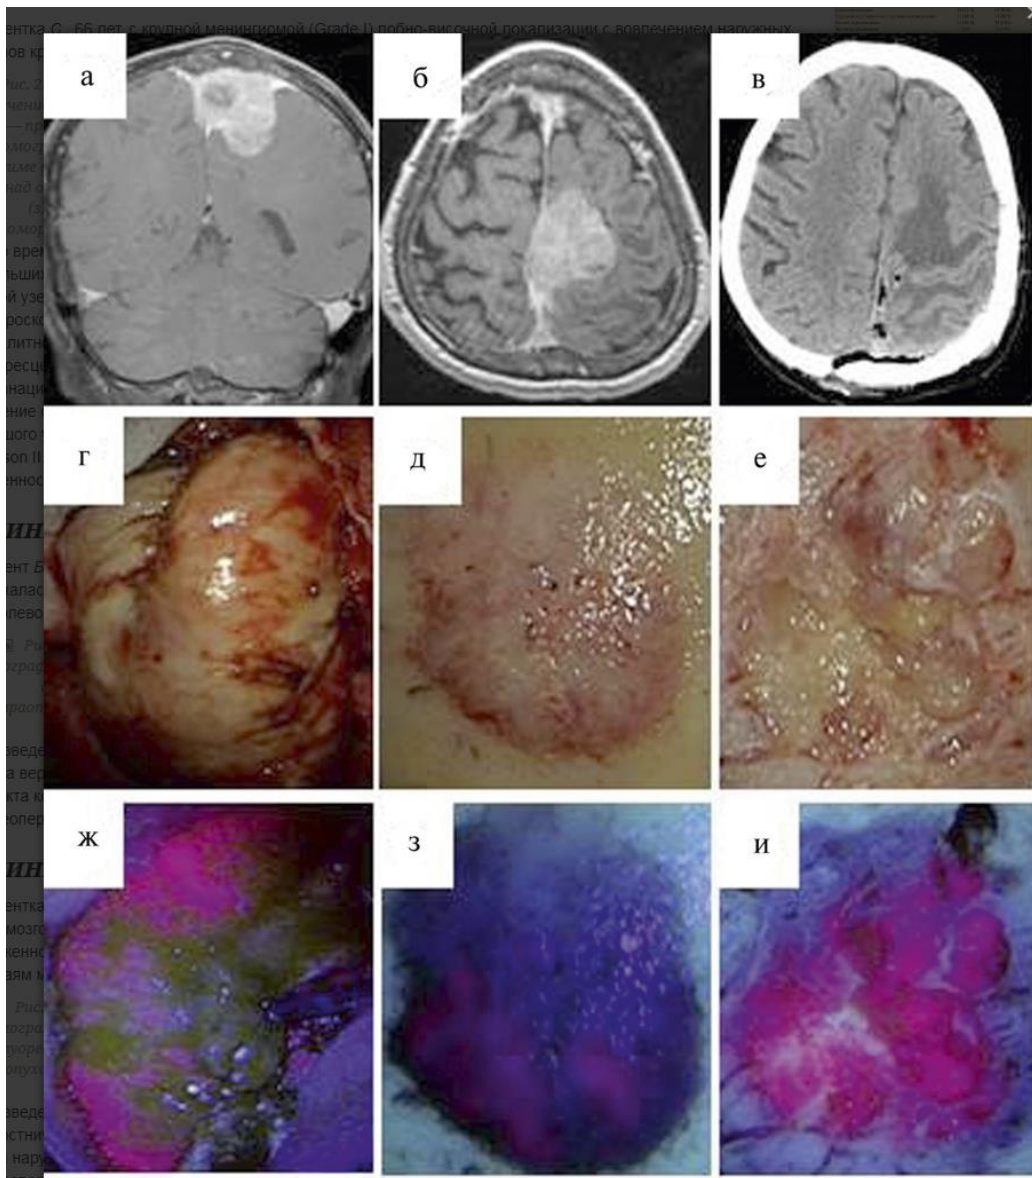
Пациент Б., 54 лет, клиническое наблюдение № 20. А - предоперационная магнитно-резонансная томография б — предоперационная магнитно-резонансная томография в T1 режиме с контрастированием, коронарный, аксиальный срезы; в — послеоперационная компьютерная томография; аксиальный срез, г — интраоперационная картина в белом свете; д — интраоперационный вид пораженной наружной кортикальной пластинки; е — интраоперационный вид пораженной внутренней кортикальной пластинки; ж, з, и — интраоперационная картина во флуоресцентном режиме.
